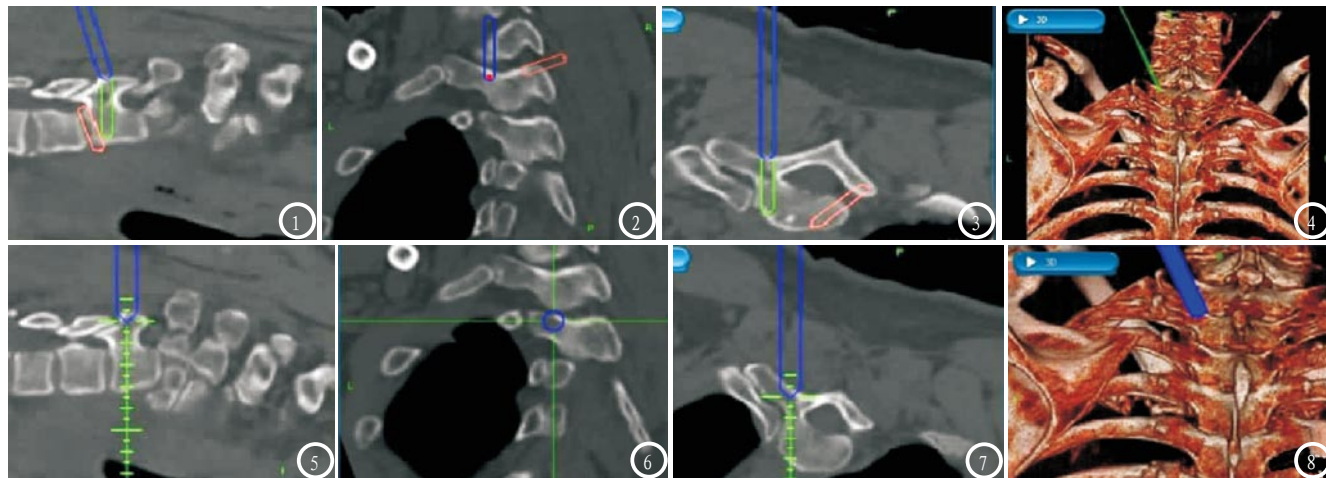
三维CT重建辅助胸椎骨折患者制定手术计划。图1 侧位；图2 正位；图3 横断面；图4 手术椎体虚拟进针点、角度及方向。
